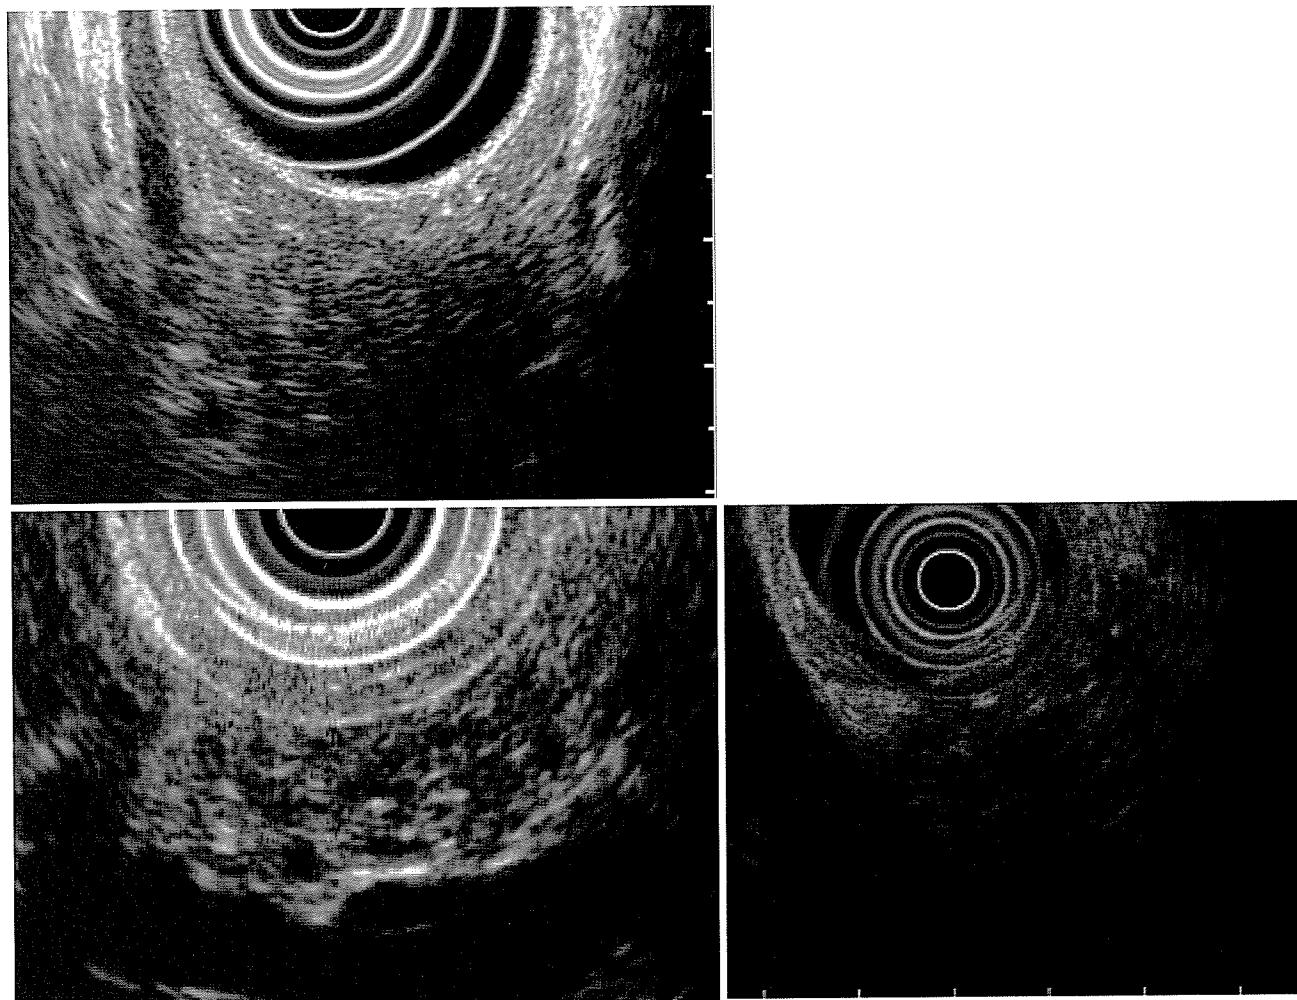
EUSの慢性膵炎の早期を示唆する所見—点状高エコー (Hyperechoic foci)
